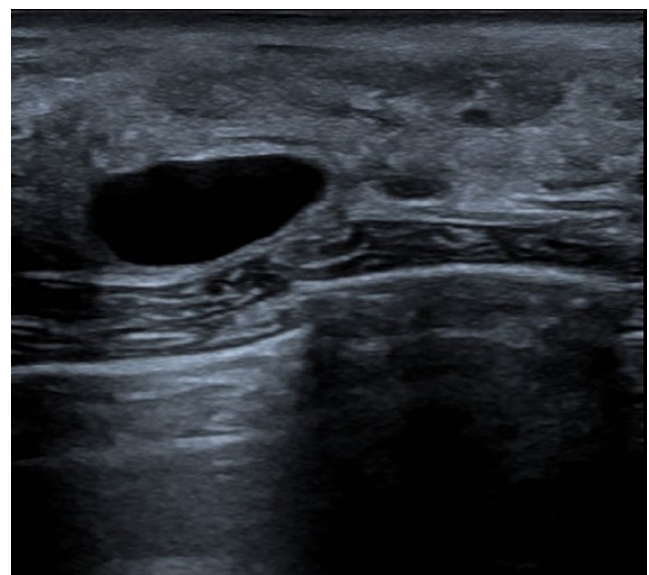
Corte radial o diagonal de ecografía de mama derecha. Imagen redondeada, anecoica, bordes bien definidos con refuerzo posterior compatible con quiste simple.
